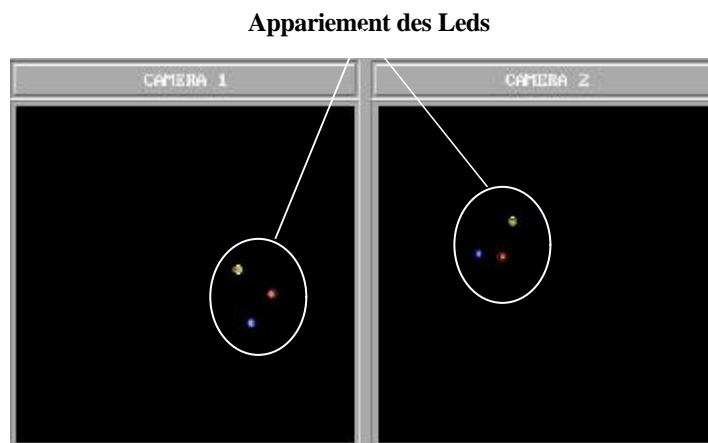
15 : Détection et appariement des Leds de la sonde échographique
